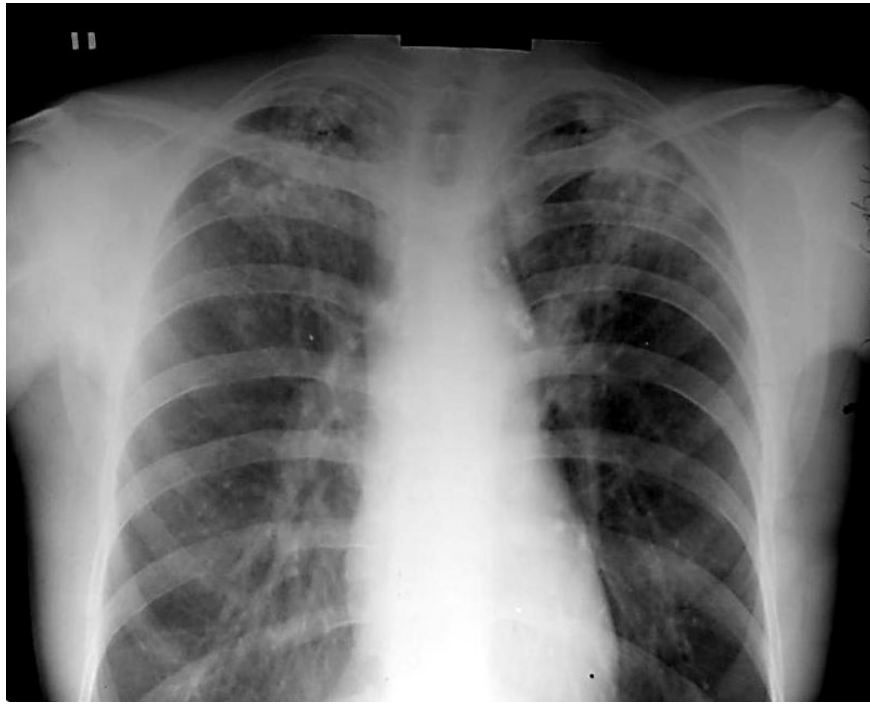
Рентгенологічні прояви гематогенного генезу дисемінованого туберкульозу
